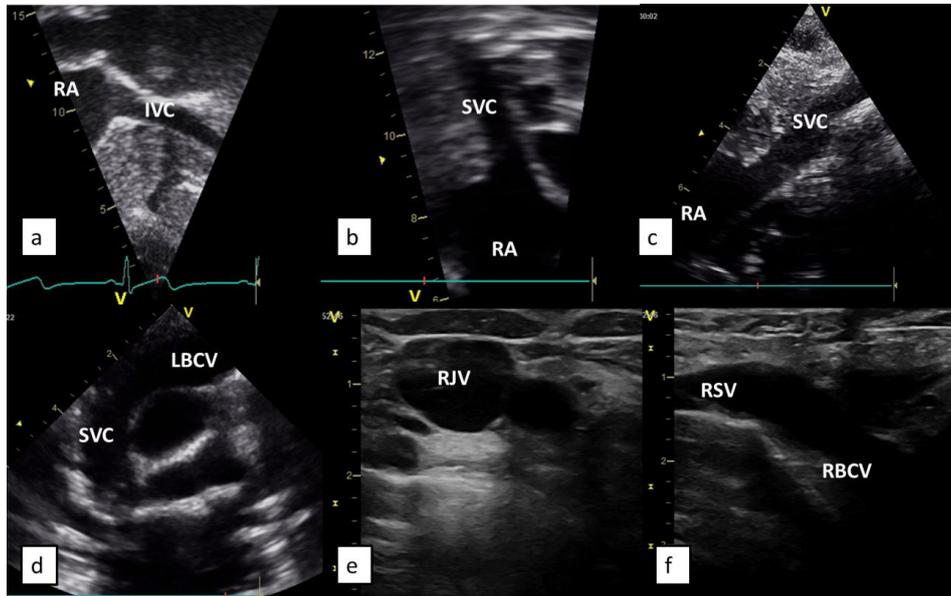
(65): Planos ecocardiográficos utilizados para la localización de catéteres. a: plano longitudinal de VCI y aurícula derecha. b: Planos subcostal de la VCS, c: plano para esternal derecho de la vena cava superior y aurícula derecha, d: plano coronal de TBC izquierdo y VCS. Imágenes propias del autor; publicadas en Alonso-Quintela P; Oulego-Erroz I et al. Location of the Central Venous Catheter Tip With Bedside Ultrasound in Young Children: ¿Can We Eliminate the Need for Chest Radiography? *Pediatr Crit Care Med* 2015;16: e340-345. (129)
